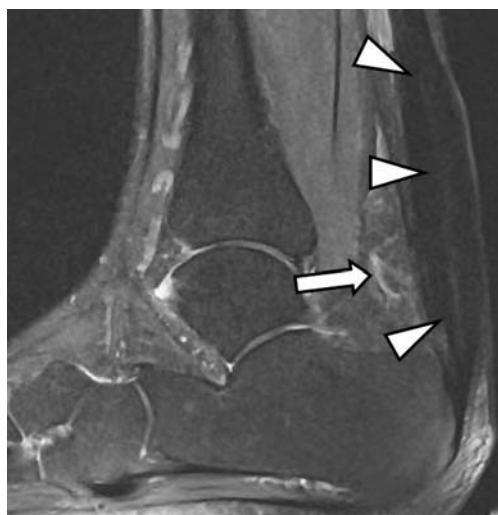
Хронический тендиноз и перитендиноз ахиллова сухожилия. На FS PD FSE томограмме в сагиттальной проекции определяется неравномерное утолщение сухожилия (треугольные стрелки), отек окружающей жировой ткани (обычная стрелка).
